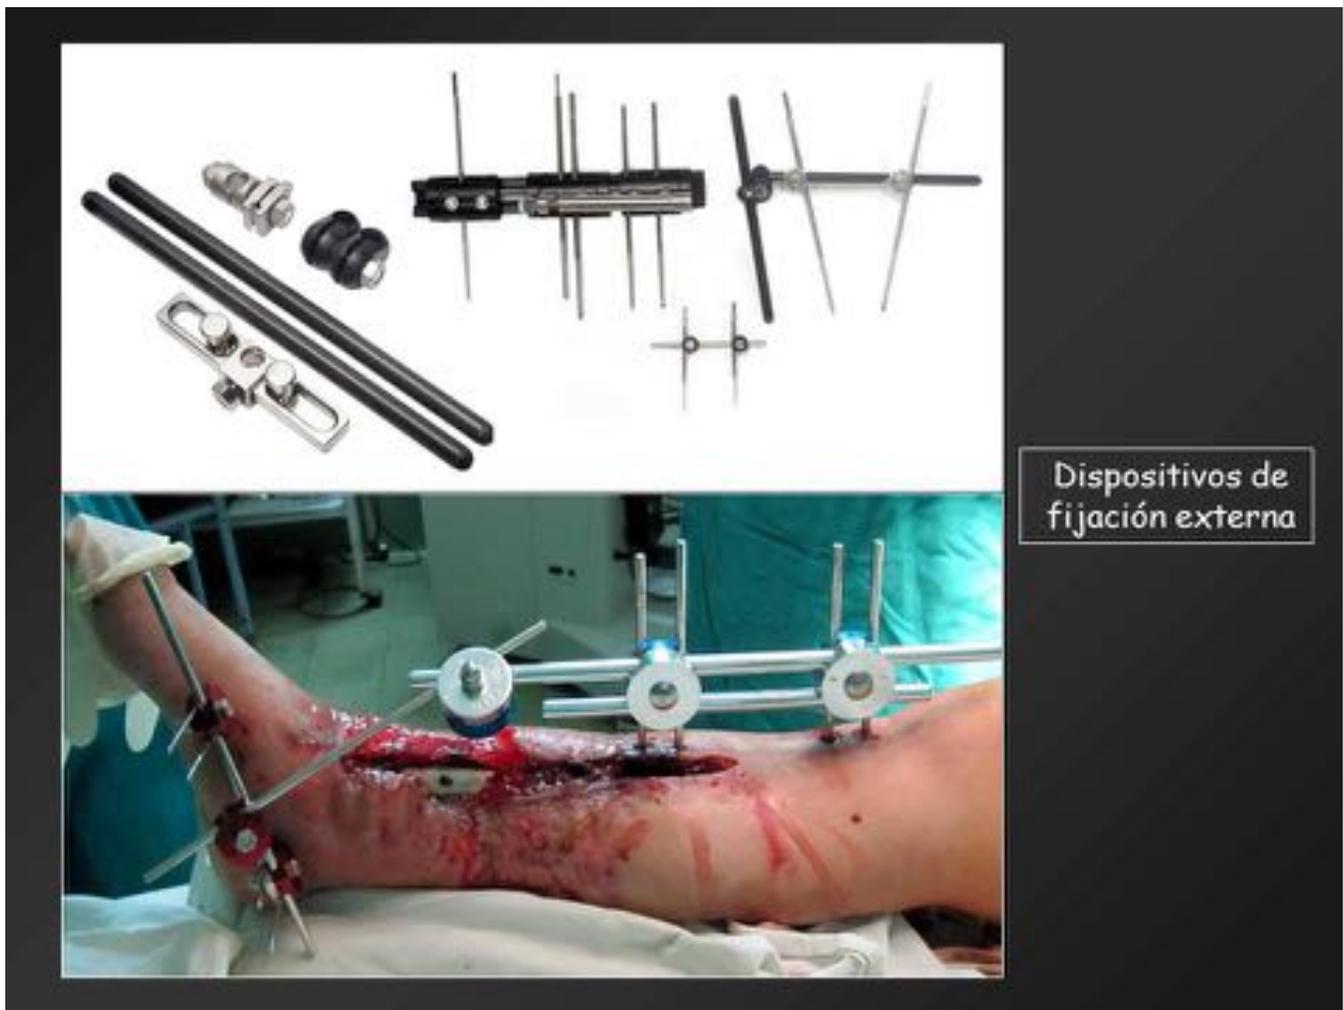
Dispositivos de fijación externa (dispositivos RM compatibles)
